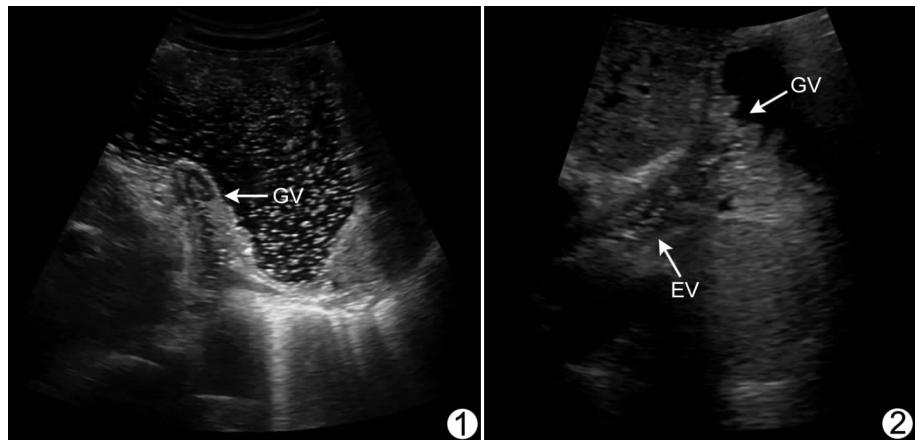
二维超声显示胃底静脉曲张(GV:胃底静脉曲张)
